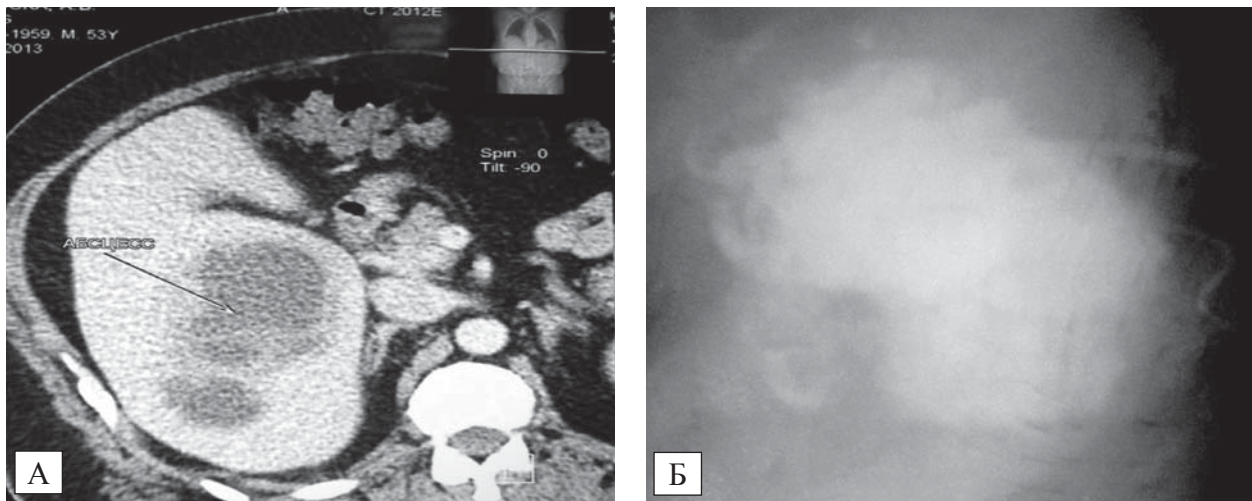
Абсцесс правой доли печени: компьютерная томография (А); фистулография, полость абсцесса (Б)
